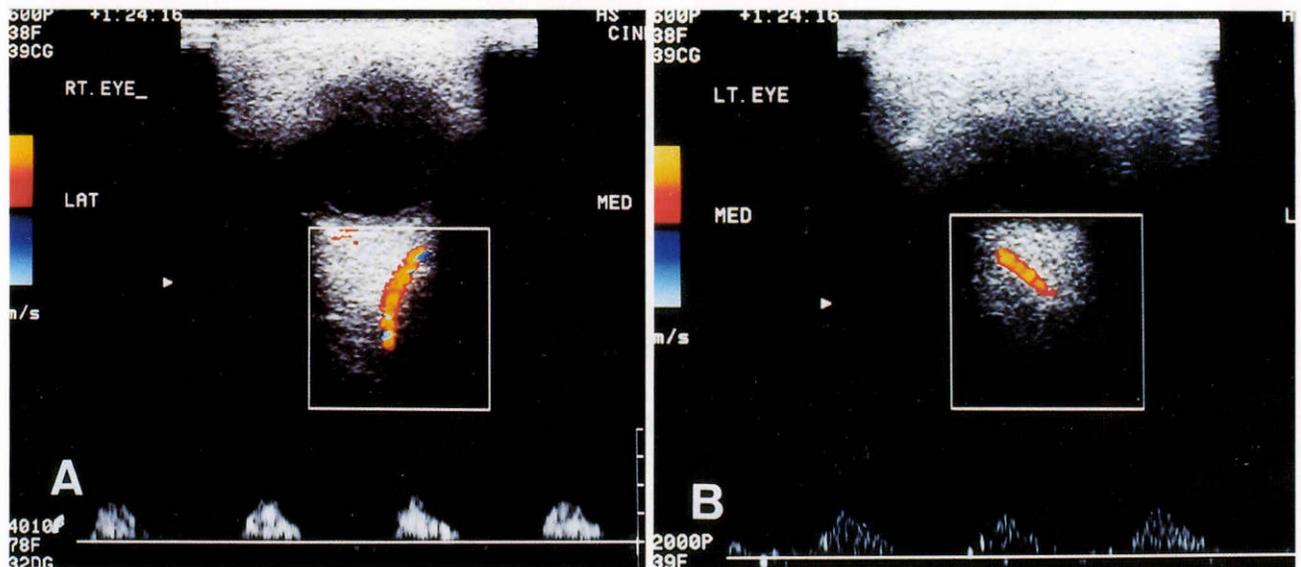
症例 1 の超音波ドプラ (CDI) 像。
